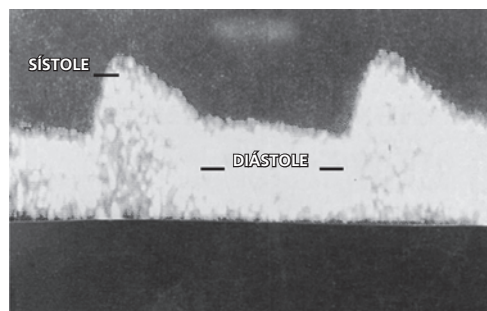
Dopplervelocimetria da artéria uterina. Morfologia de fluxo normal.
